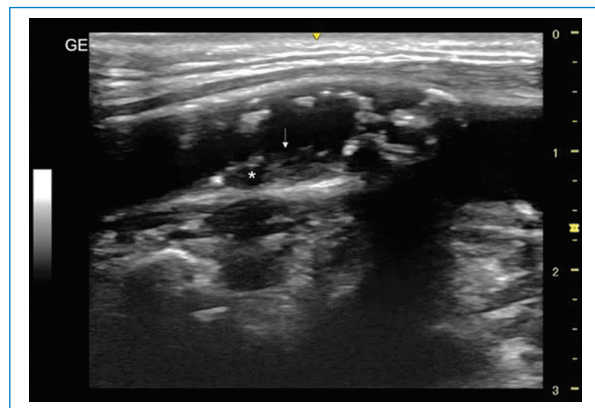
Imagen en modo B. Corte longitudinal de arteria carótida interna con estenosis significativa. Se observa una placa con un núcleo necrótico grande (asterisco) y un área muy hipoecogénica yuxtaluminal que no presenta cápsula fibrosa (flecha), lo cual podría estar en relación con un trombo o con la exposición del núcleo. Requiere estudio complementario con angiografía por RM. Clasificación Plaque-RADS 4c.
